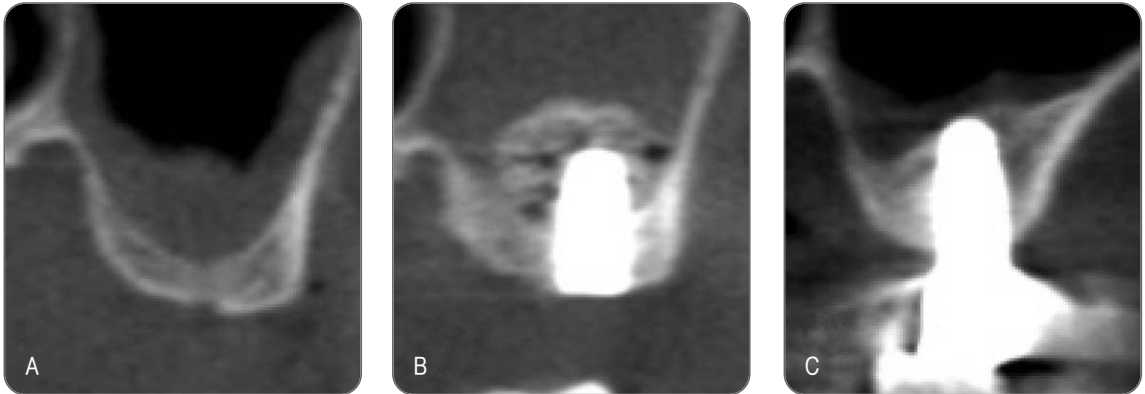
Computed tomographic images of trans-crestal approach method. A. Preoperative, B. Postoperative, C. Following 1.5 year postoperatively.
